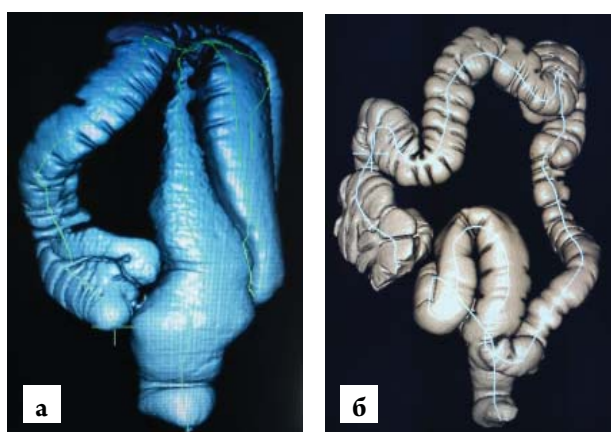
МСКТ – виртуальная колонография (а), 3D реконструкция (б). Долихосигма
